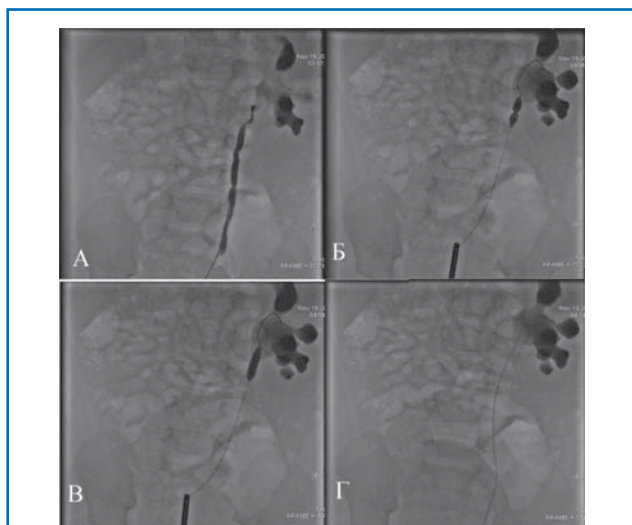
Рентгеноскопическая картина этапов баллонной дилатации: а – позиционирование проводника и баллона; б – заполнение баллона рентгенконтрастным веществом с визуализацией зоны обструкции; в – результат дистензии под давлением 12 атм.; г – стентирование ЛМС.
